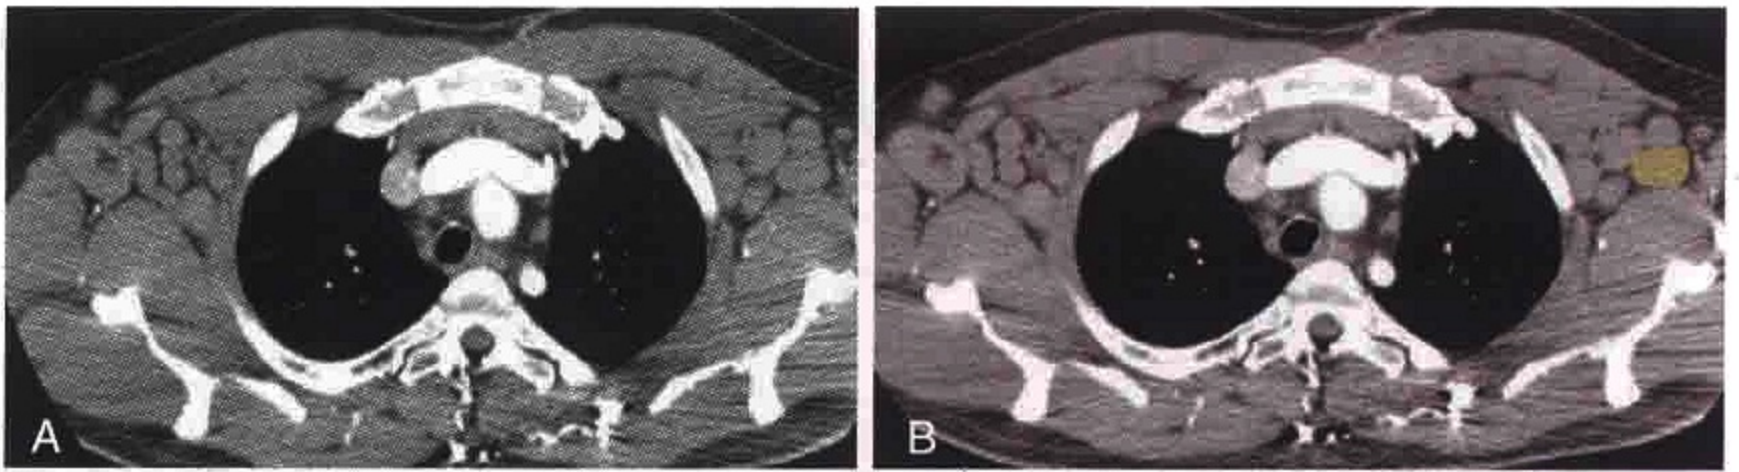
胸部横轴位 CT 增强扫描显示肿大的腋淋巴结（黄色）
